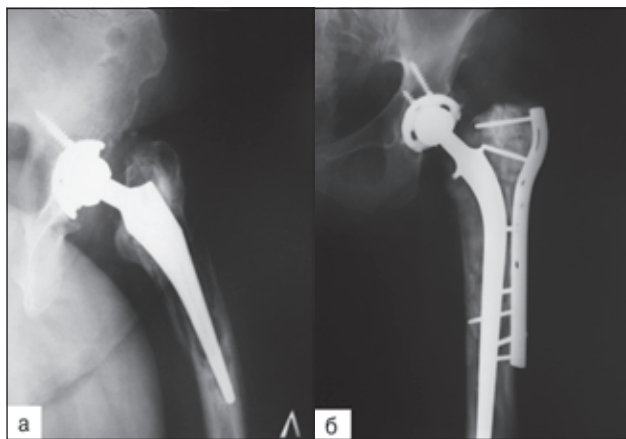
Фотокопія рентгенограм хворої О.М.М., 60 років, історія хвороби № 10320. Діагноз: перипротезний перелом лівої стегнової кістки на рівні ніжки ендопротеза на фоні вираженого остеопорозу (тип В3) (а). Результат ревізійного цементного ендопротезування з додатковою фіксацією перелому за допомогою металоцементного остеосинтезу пластиною та гвинтами. Зрощення фрагментів стегнової кістки, добрий віддалений результат через 2,5 року після операції (б)
